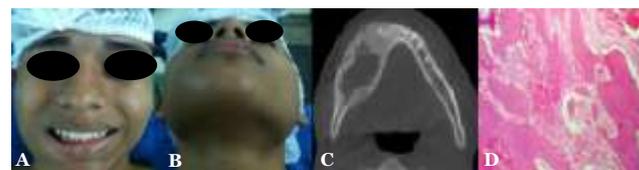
A e B. Vista clínica frontal e inferior; C. Corte axial de tomografia computadorizada, evidenciando lesão unilocular, bem definida com graus variáveis de radiopacidade em região posterior de mandíbula; D. Resultado histopatológico (Fonte: Acervo Pessoal).
